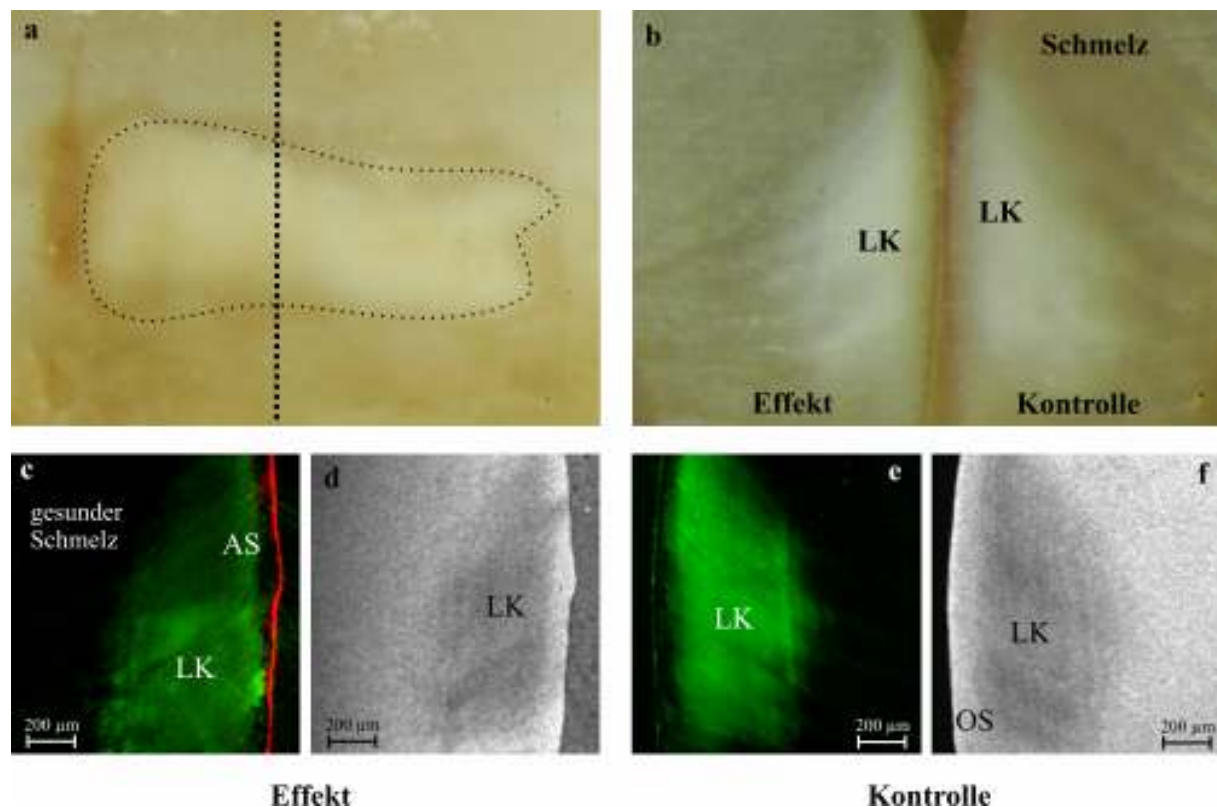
Exemplarische makroskopische sowie laser-raster-mikroskopische Bilder zweier korrespondierender Hälften einer approximalen bis in die innere Schmelzhälfte extendierten Läsion. Die weißlich matte Oberfläche (a) deutet auf eine aktive Läsion hin. Nach senkrechtem Schnitt durch die Mitte der Läsion (---) exponieren beidseitig Läsion bis in die inneren Schmelzbereiche (b). Die im CLSM-Bild der Effekthälfte (c) rot dargestellte Adhäsivschicht (AS) konnte nur wenige Mikrometer tief infiltrieren (c), was auf die Barrierewirkung der relativ ausgeprägten pseudointakten Oberflächenschicht zurückgeführt werden könnte (d). Die Oberfläche der Kontrollhälfte scheint in der CLSM-Darstellung ein ähnlich hohes Porenvolumen wie die der Effekthälfte aufzuweisen (e). Die mikroradiografische Darstellung verdeutlicht, dass die Oberfläche der Kontrollläsion (OS) wesentlich stärker mineralisiert als der Läsionskörper (LK)
